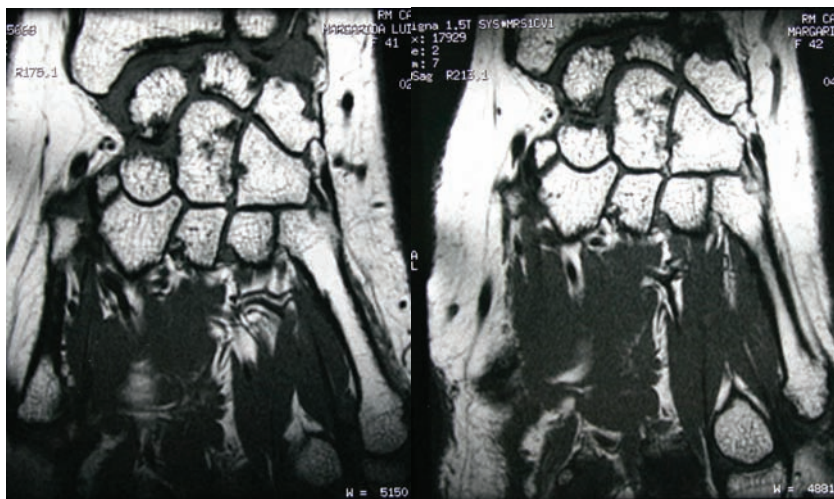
Duas imagens de ressonância magnética obtidas com um intervalo de 1 ano, ilustrando a paragem de progressão das lesões erosivas em doente com AR tratado com infliximab e que manteve actividade ligeira da doença.
